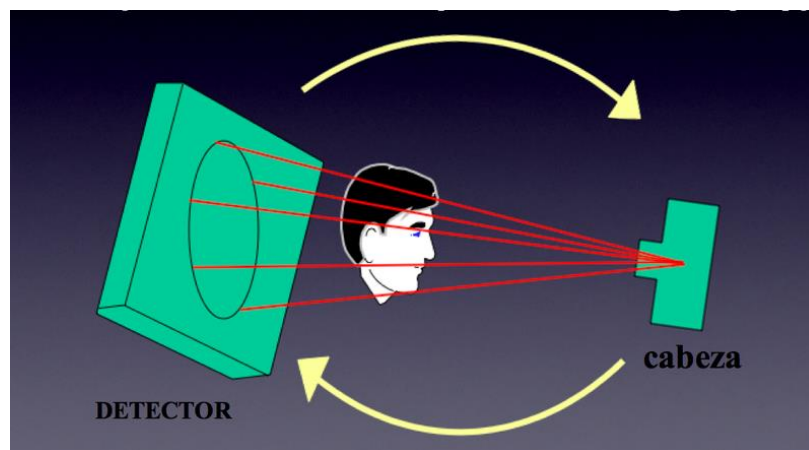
Tomografía cone beam.¹⁵
